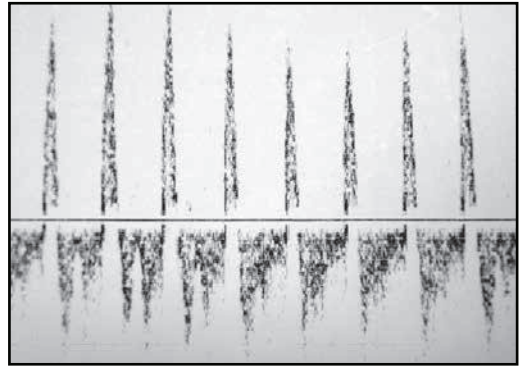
Registro sonográfico Doppler en el que se observa un patrón de flujo reverberante. Con ausencia de flujo positivo en telediástole
